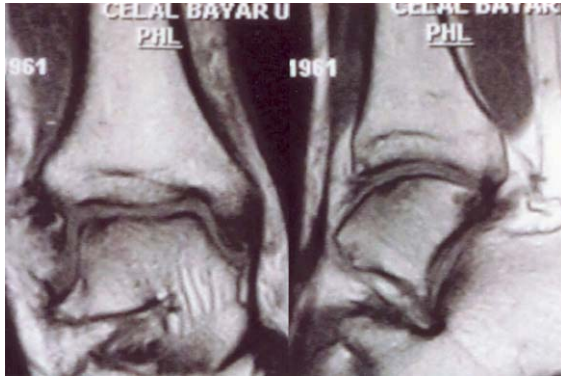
Operasyon öncesi koronal ve sagittal manyetik rezonans kesitlerinde anterolateral yerleşimli lezyonun görünümü; evre III TOL.
